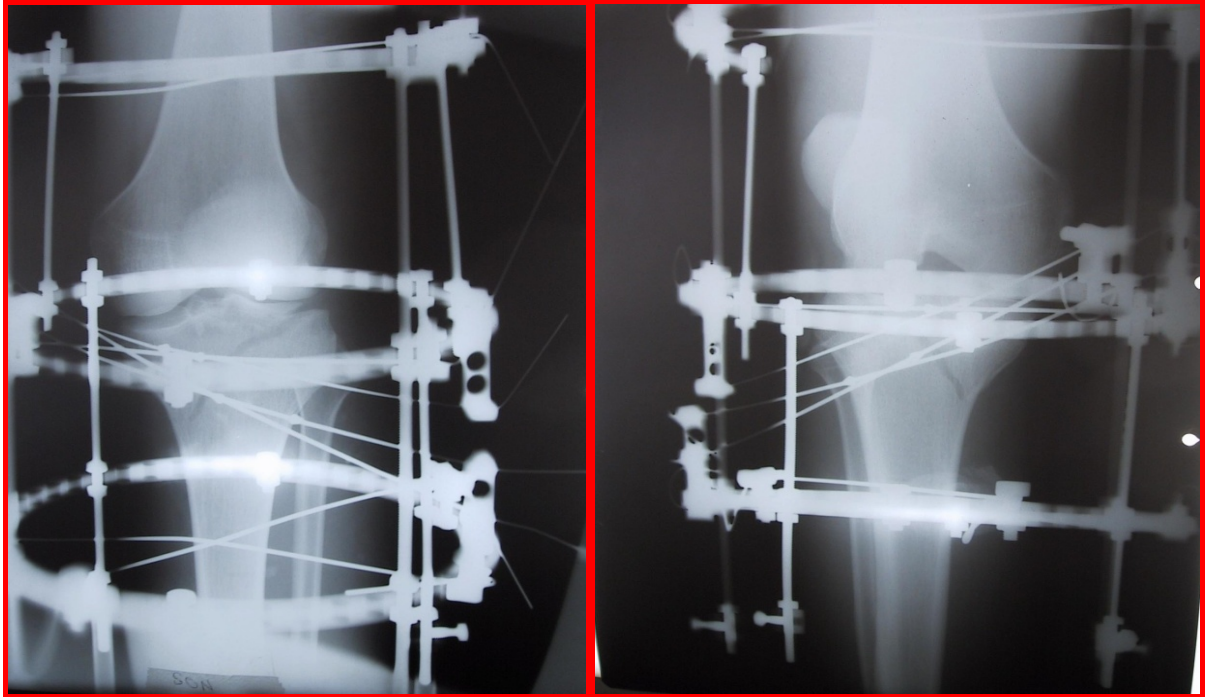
Aynı hastanın ameliyat sonrası 2 yönlü grafisi
